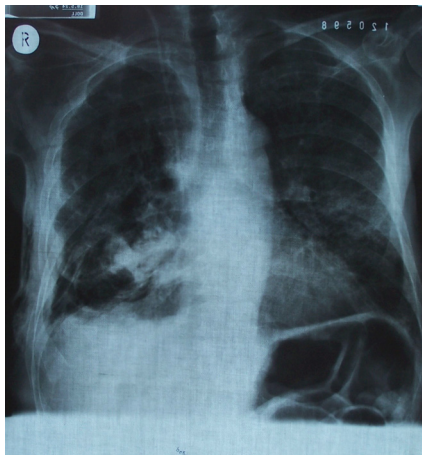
Das Thoraxröntgenbild des gleichen Patienten nach Talkum-Pleurodese
